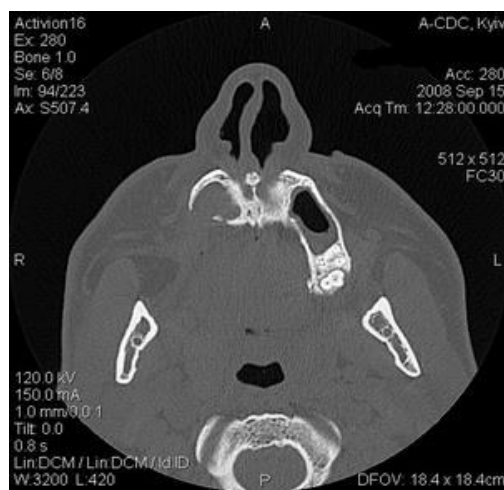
КТ хворого К., 39 р. Стан після некротомії верхньої щелепи з приводу остеомієліту.
